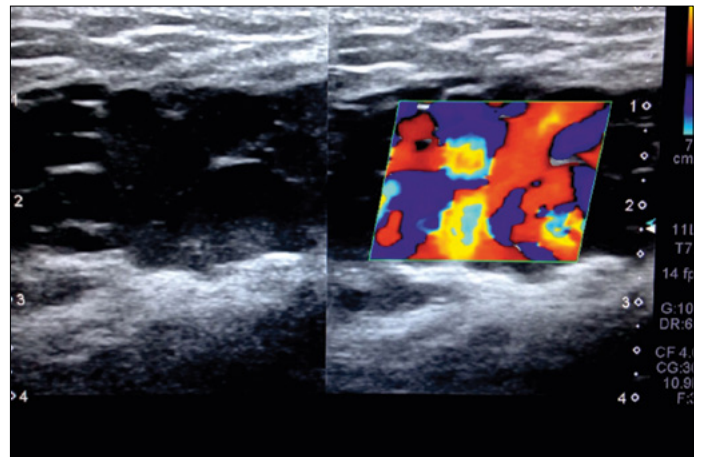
"Bag of worm" appearance of the varicose veins and the glow on B-mod and color Doppler sonography
